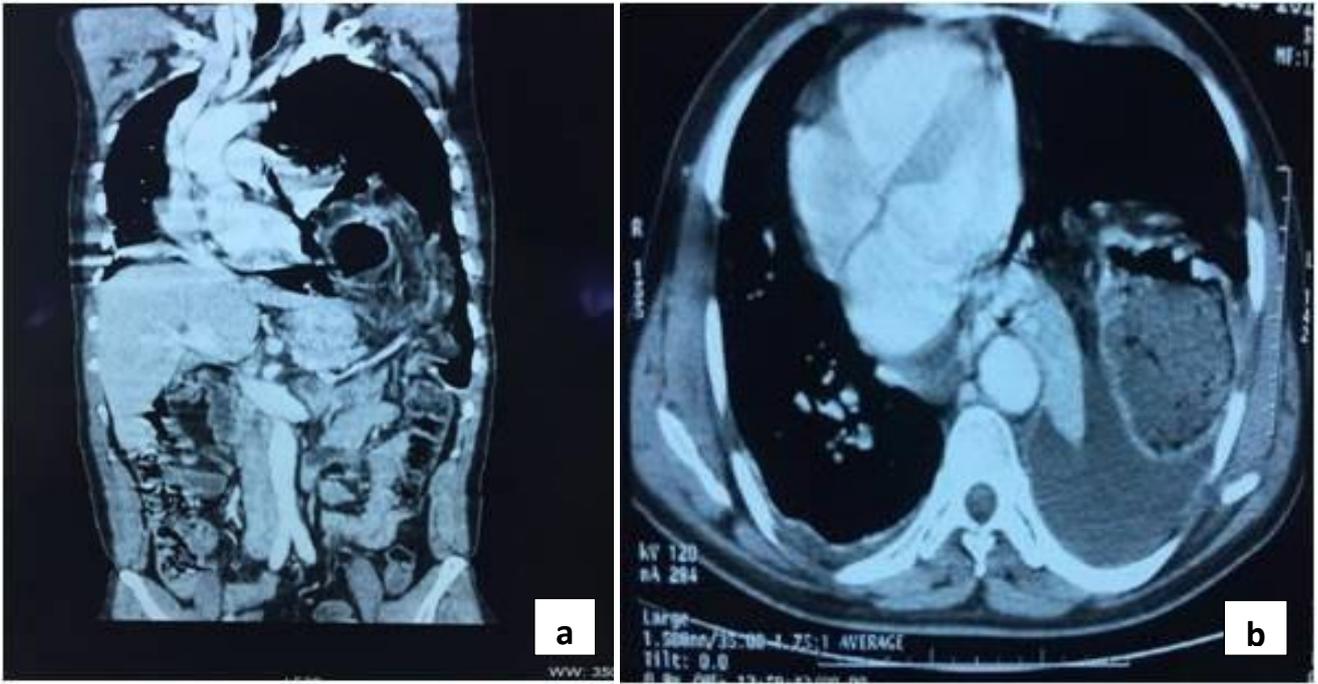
TDM thoraco-abdominale :
